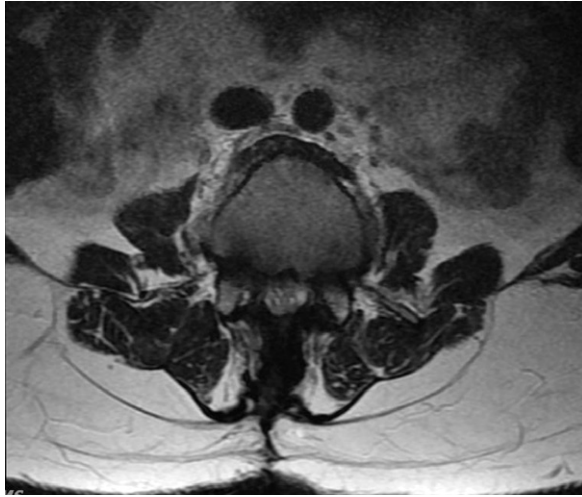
L-SPINE T2 MRI L3 level axial view.
